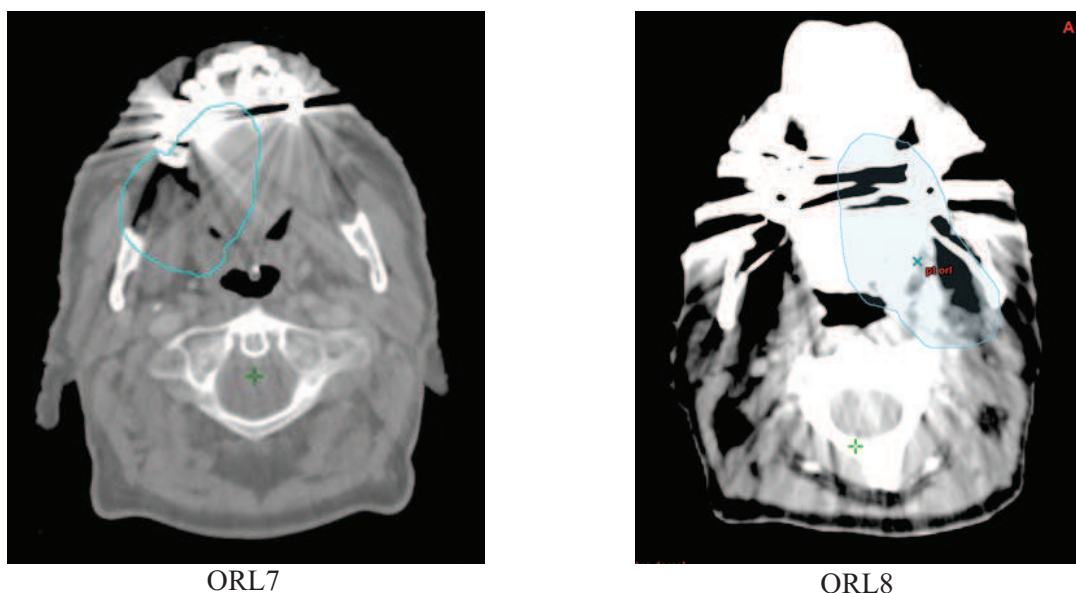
Coupes CT des deux patients au niveau des prothèses avec le volume cible en bleu.
